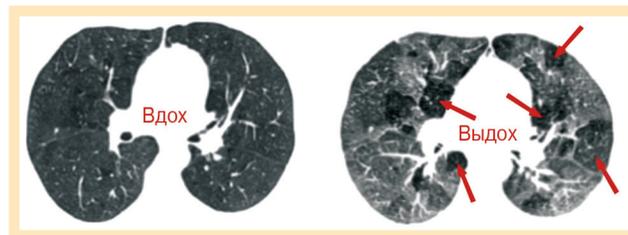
Компьютерная томография легких: зоны "воздушных ловушек" на выдохе указаны стрелками
